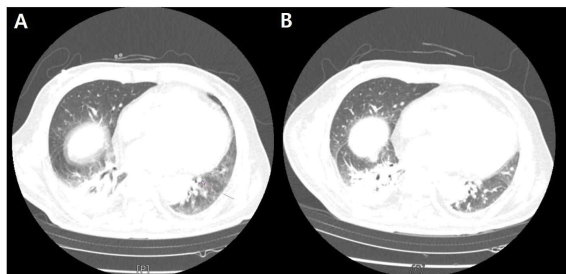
Chest CT scan before and after *Hyulbuchuko-tang* treatment.
